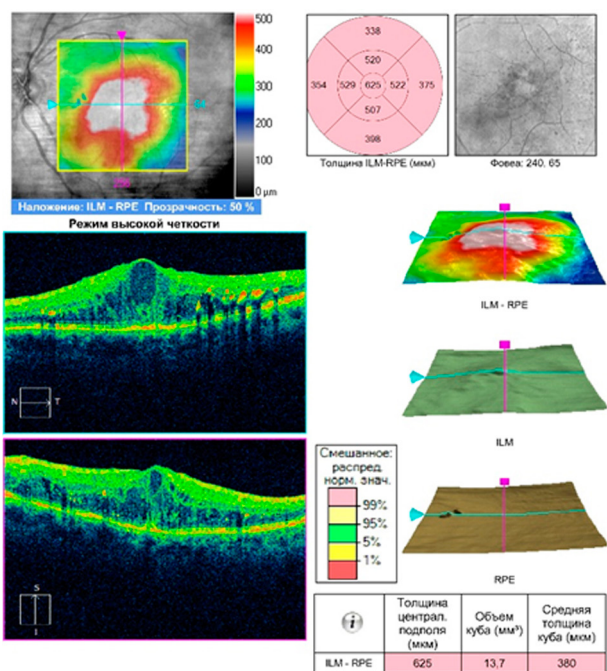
Оптическая когерентная томография макулы левого глаза пациентки А. Макулярный отек, кистозные изменения сетчатки, отложения «твердых экссудатов»
